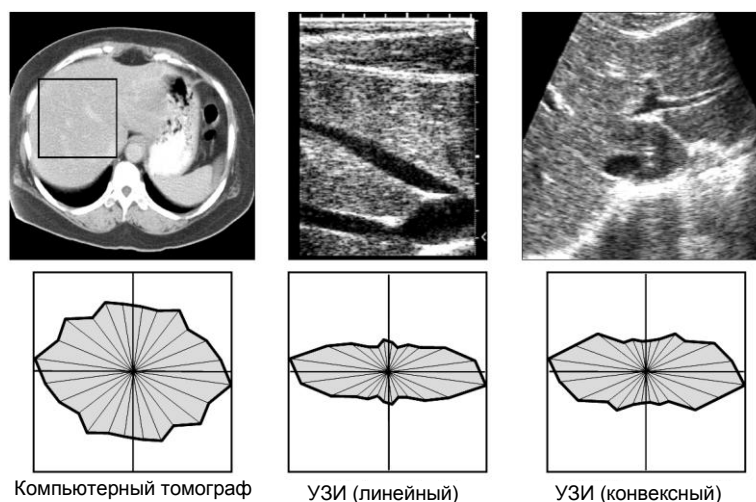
Примеры ориентационных гистограмм для изображений печени, полученных с помощью компьютерной томографии и ультразвуковых сканеров двух типов
